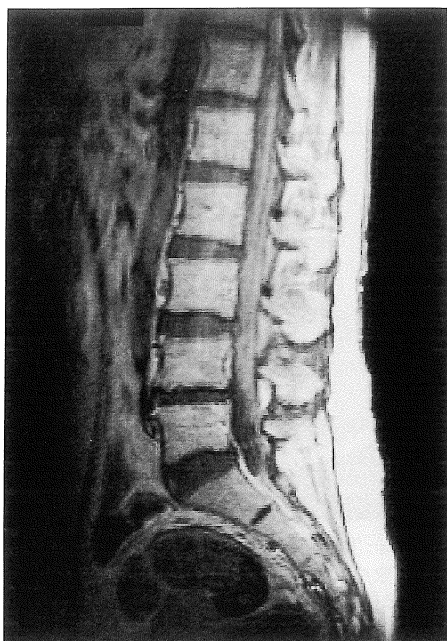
Enhanced T1-weighted MR image (spin echo : TR/TE=510/15 ms) shows abnormal enhancement along the conus medullaris and cauda equina.
